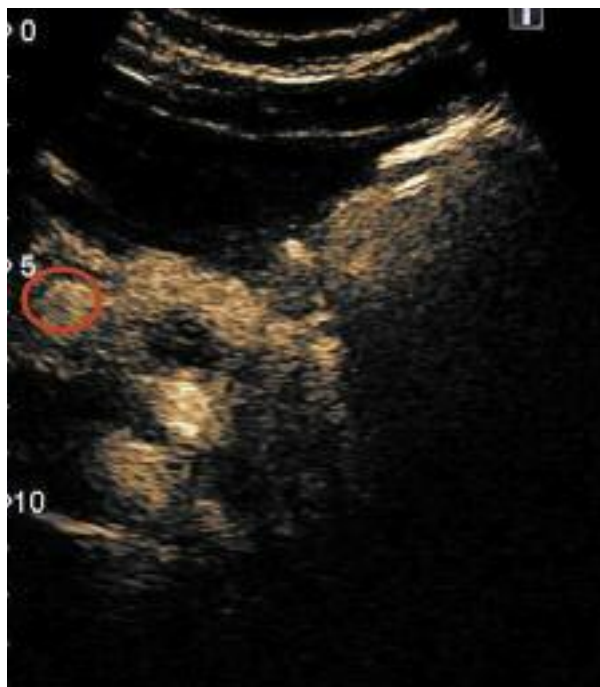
УЗИ поджелудочной железы с КУ. Инсулинома головки поджелудочной железы (обведена в круг).
